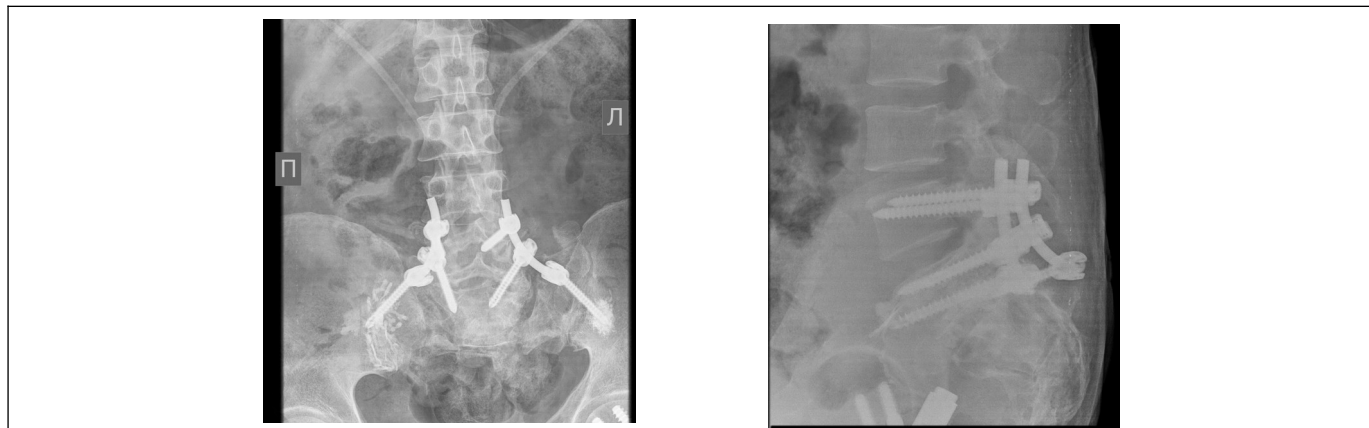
Больной Т.- рентгеновские снимки после выполнения пояснично-подвздошной фиксации винтами с аугментацией.
